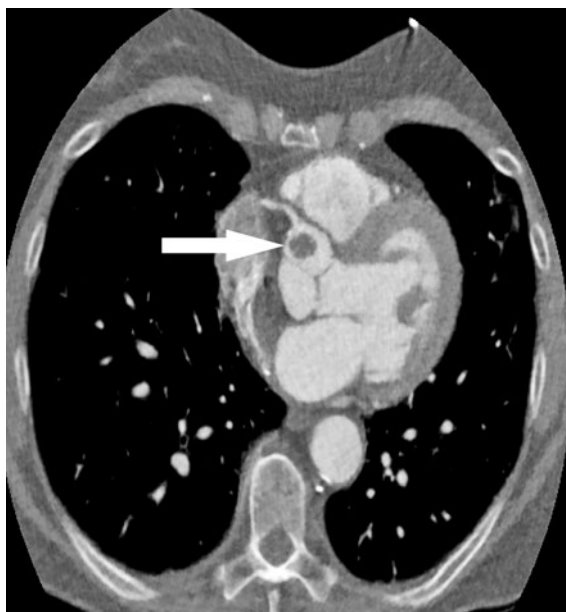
Computertomographie des Thorax (Axialschnitt) mit Nachweis einer Raumforderung vor der rechten Koronararterie (Pfeil), Bild bei Spitaleintritt.
